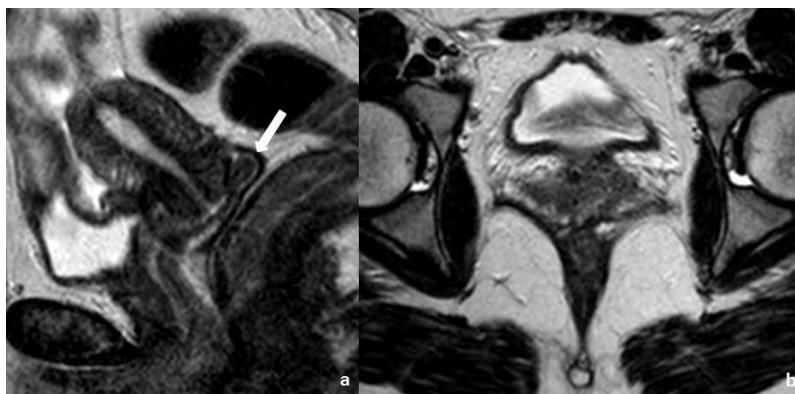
Mulher de 71 anos com antecedentes de carcinoma do colo do útero submetido a RT. A RM de seguimento revela útero com leiomiosas, com alargamento da cavidade endometrial visível nas sequências T2 em plano sagital (a) e axial oblíquo (b). Coexiste discreta alteração de sinal do endométrio no corno uterino direito, imediatamente infrajacente a um leiomiooma submucoso nesta localização, dificilmente perceptível em T2 (b). Esta área mostra restrição à difusão com coeficiente $b=1000$ (c) e tem hipossinal no mapa ADC (d). Após histerectomia, a análise histopatológica da peça operatória revelou tratar-se de um adenocarcinoma do endométrio, estágio IB.
